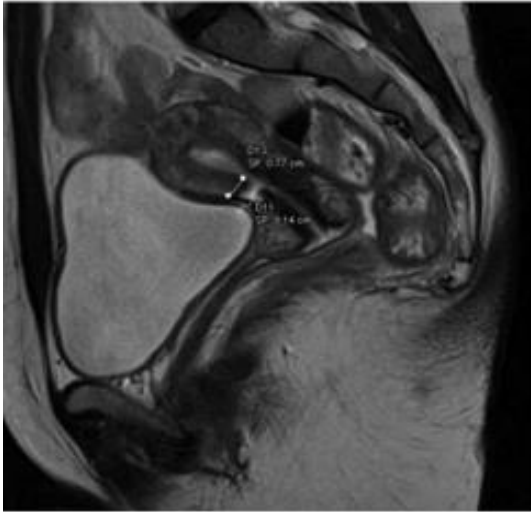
las medidas importantes a tener en cuenta para valoración del istmocele, derivadas de la ecografía hechas en un plano sagital, son:
